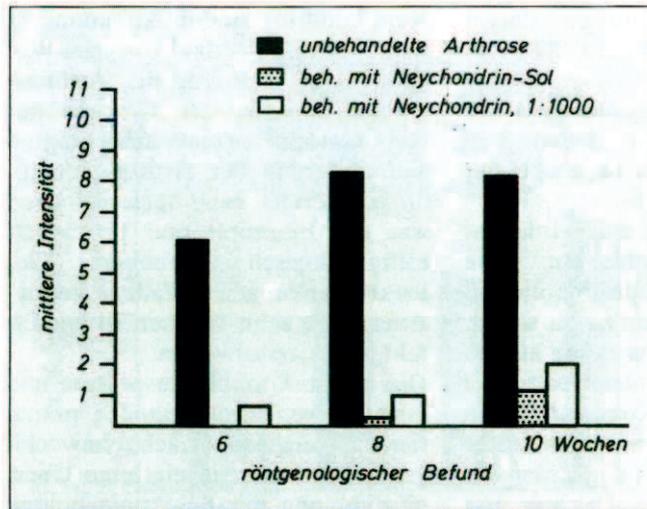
Vergleichende Darstellung der mittleren Intensität und Häufigkeit röntgenologisch erkennbarer Gelenkdegenerationen im Verlauf einer 10wöchigen, biochemisch induzierten Gonarthrose ohne und mit Therapie durch NeyChondrin®, einmal wöchentlich intraartikulär
